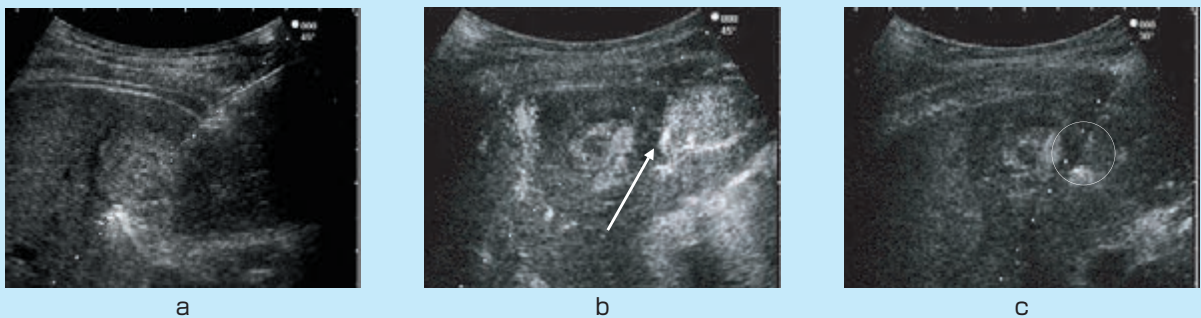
RFA後のマージン不足の範囲に対する造影エコーガイド下RFA
